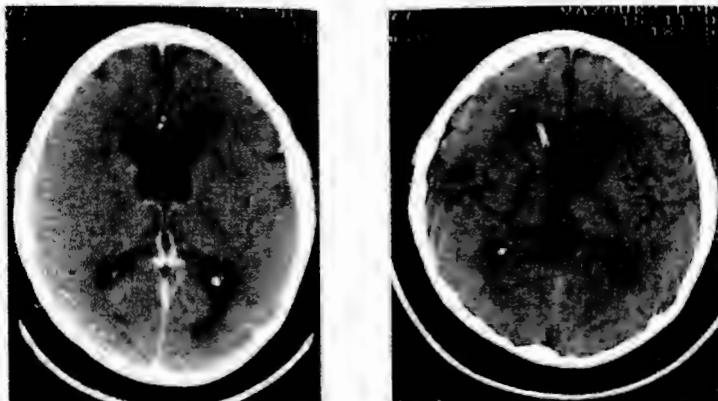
Caso 4: Paciente de 13 años de edad con diagnóstico de meduloblastoma, se le colocó sistema de derivación ventrículo peritoneal tipo INNN, tomografía preoperatoria y postoperatoria.
